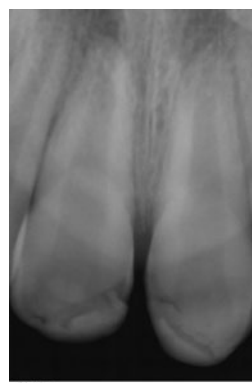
Radiografia periapical dos dentes 11 e 21 um mês após traumatismo.
